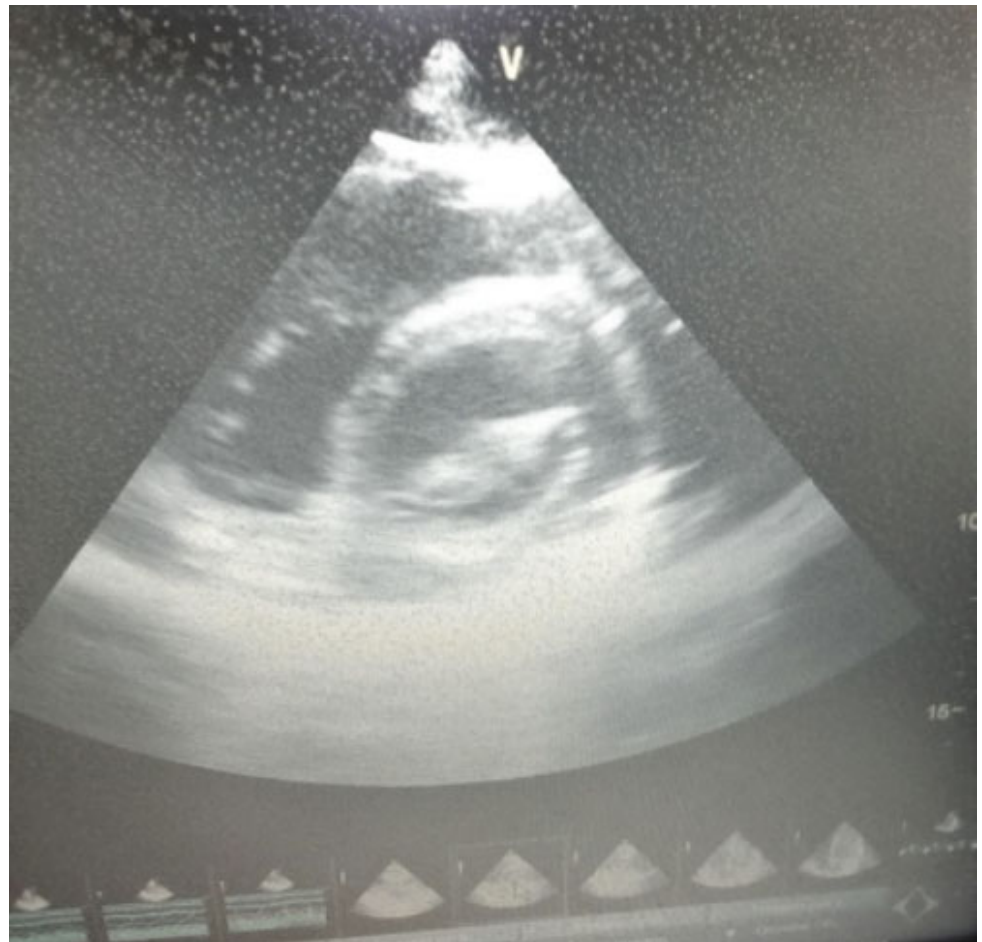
Ecocardiograma trasntorácico eje corto se observa valva mitral anterior y posterior
